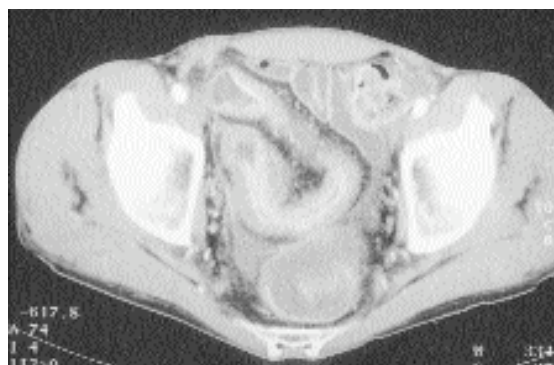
TC: ileo terminale che si presenta notevolmente ispessito (8-10 mm) con plurime strutture vascolari mesenteriali.
